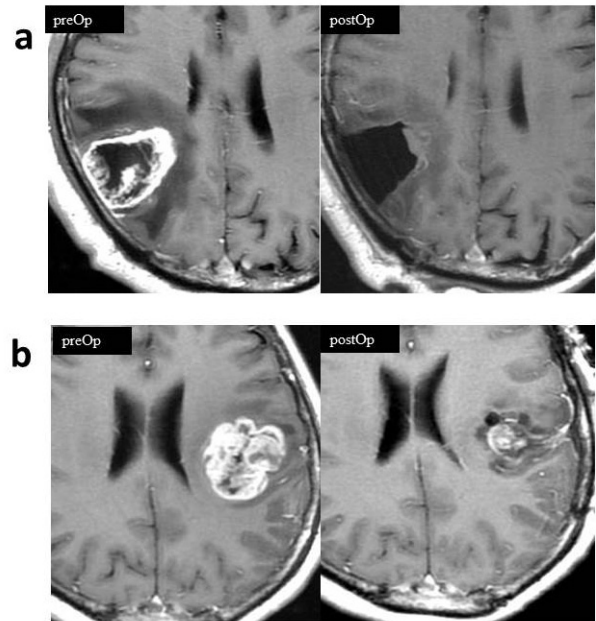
術前 (左)、術後 (右) の MRI (T1 造影)。
